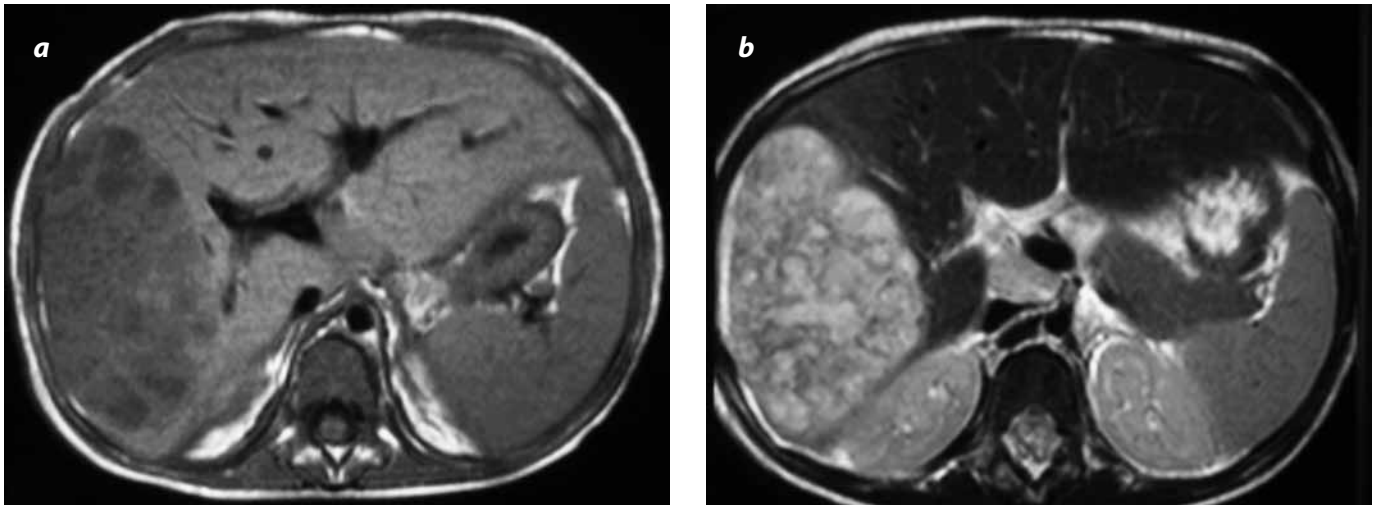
Seudotumor inflamatorio. (a) RM con información en T1: se identifica lesión hipointensa en el lóbulo hepático derecho, bien delimitada, sin alteración del contorno; se comporta hiperintensa en las secuencias con información en T2. (b) El control posterior demostró un hígado sano.
